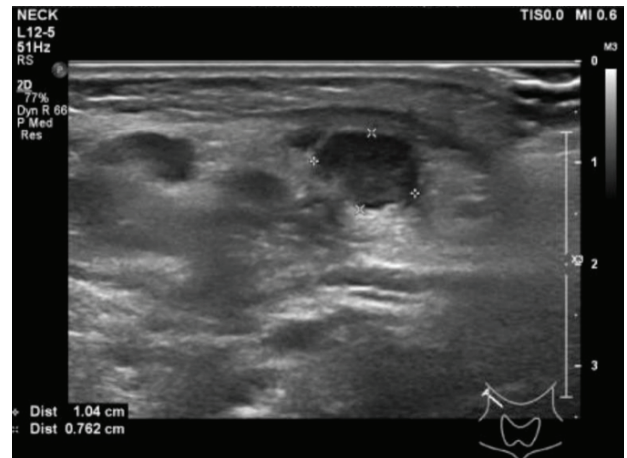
Postoperative day8 ultrasound
